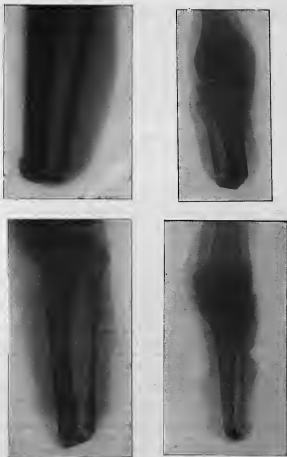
Radiographies montrant les résultats de l'amputation ostéoplastique.
